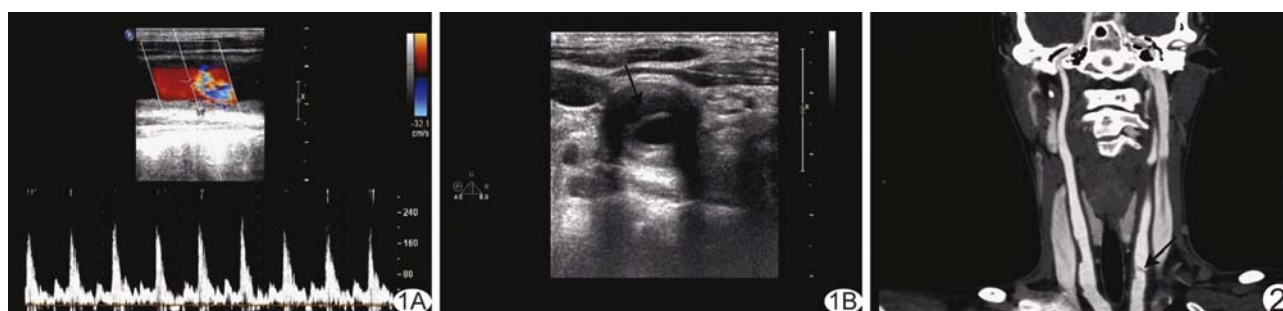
超声 A. 颈总动脉管腔内彩色血流弥漫不规则变细, 局部变亮, 呈“五彩镶嵌”样; B. 其内见内膜剥脱样结构(箭), 将动脉分为真假腔 图 2 CTA 颈总动脉近段轻度狭窄, 其内见线样低密度影(箭)
